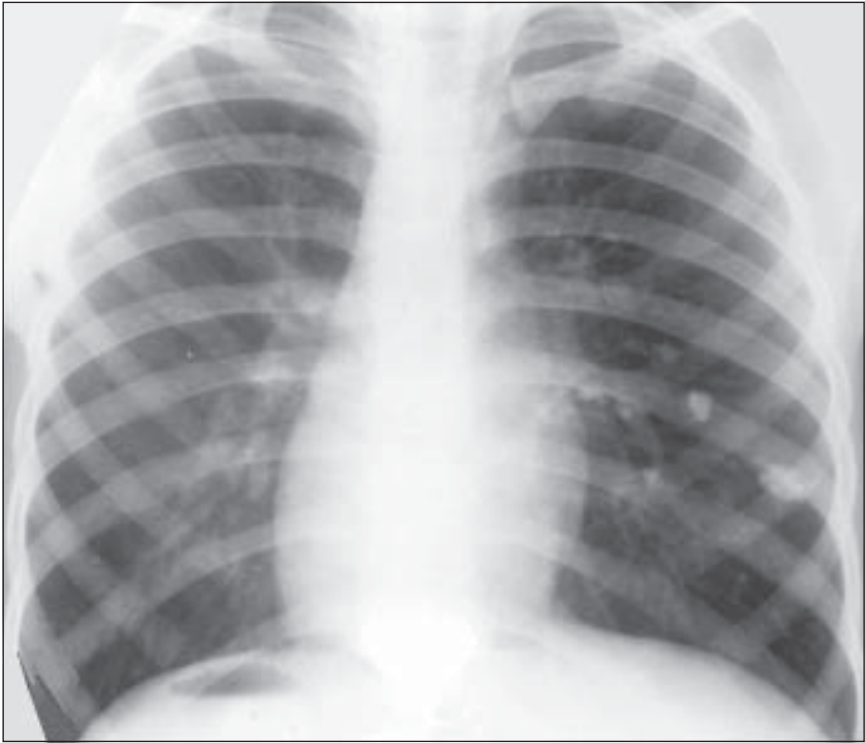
Рентгенограма органів грудної клітки.
